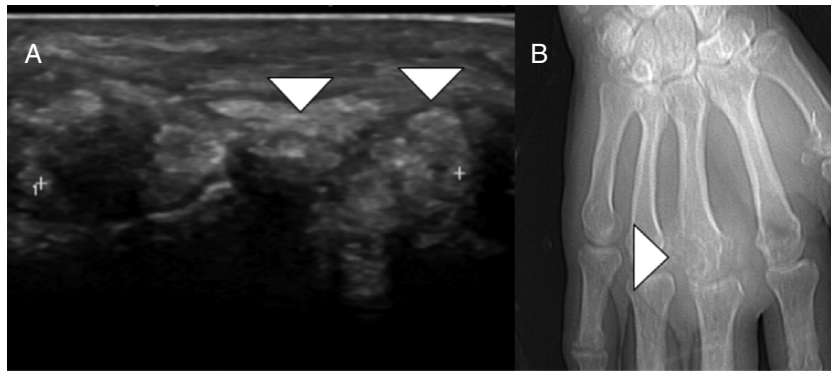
A) Se observa una tumoración de partes blandas localizada en la región dorsal de base de tercer dedo, de ecoestructura heterogénea (cabezas de flecha blanca). B) Imagen de localizador de TC: se observa que lesión destruye la cortical de la cabeza del tercer metacarpiano (cabeza de flecha blanca).
